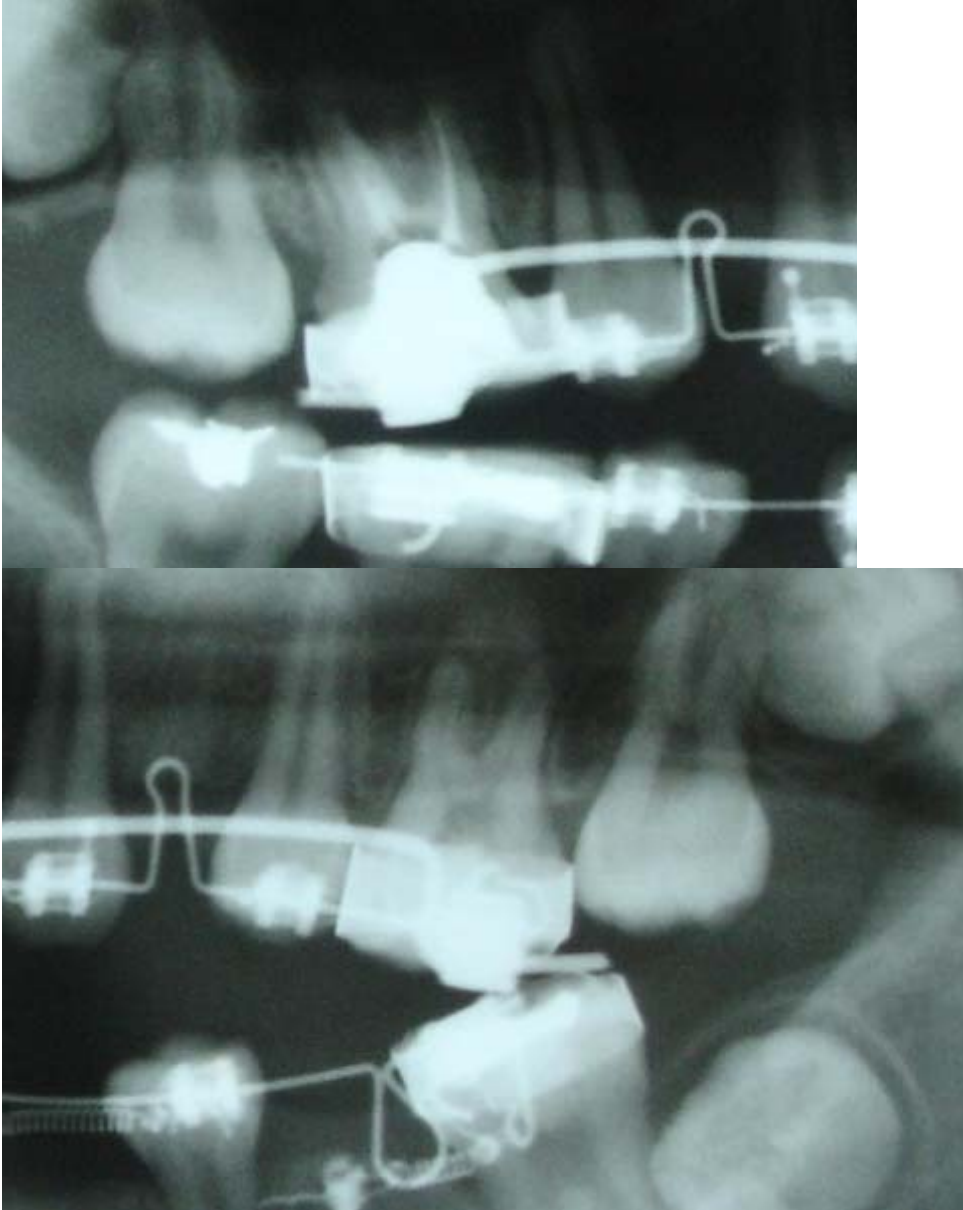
Caso 1: Radiografías mostrando la inclinación mesial de los primeros molares superiores derecho (A) e izquierdo (B).
